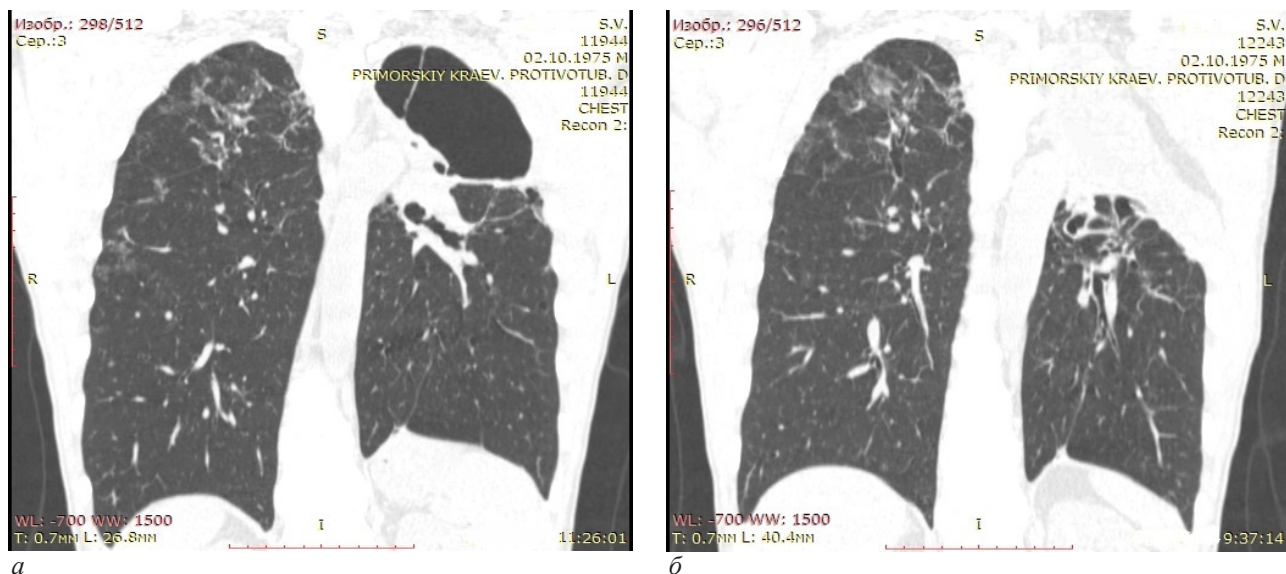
Сканы компьютерной томографии грудной клетки пациента Р., 47 лет:
